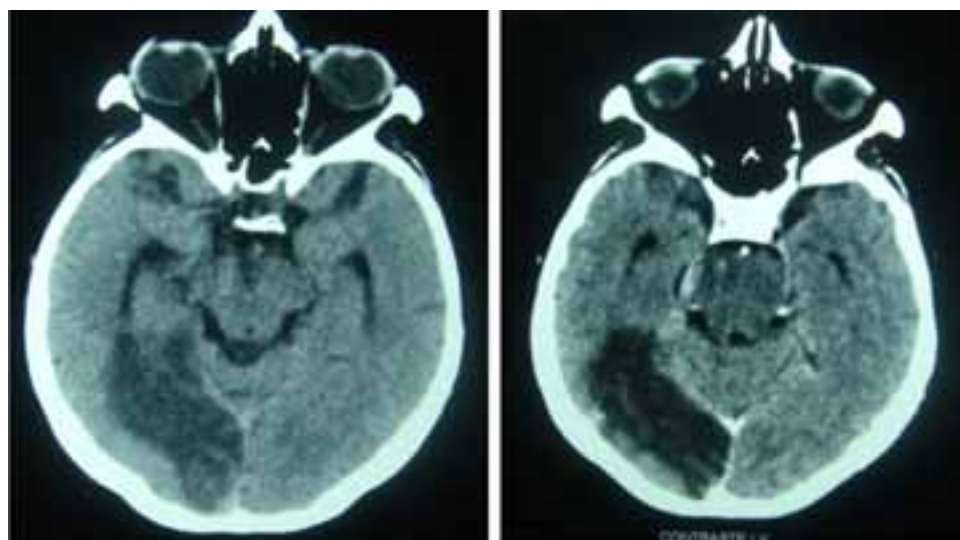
Tomografía computada de cráneo. Imagen isodensa en lóbulo occipital derecho que no tiene efecto de masa ni reforzamiento con medio de contraste intravenoso, imagen compatible con infarto antiguo en territorio de la cerebral anterior.
